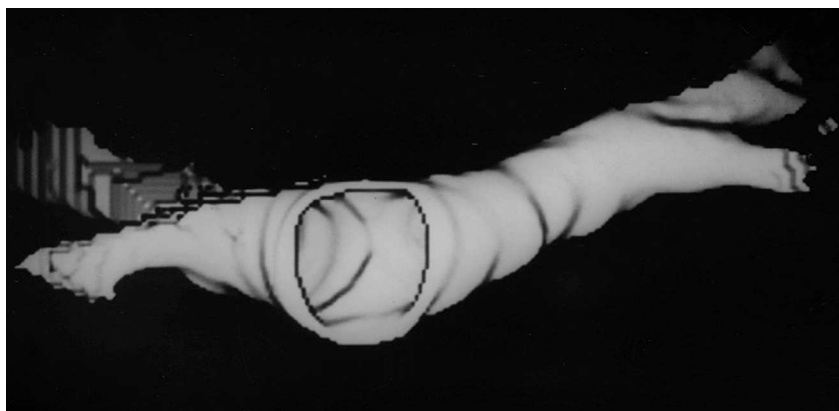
Reconstrucción tridimensional mediante tomografía computarizada helicoidal en un síndrome de Swyer-James.
